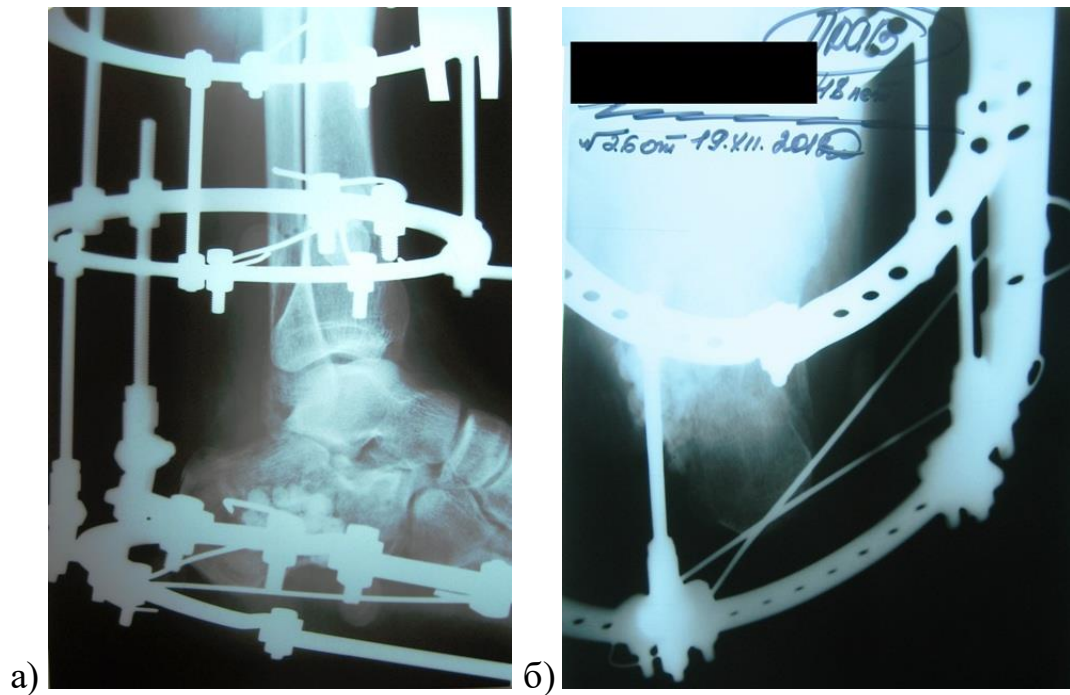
Контрольная рентгенография правой стопы пациента Ж. после ПХВ: а) боковая проекция, б) аксиальная проекция – соотношение суставных поверхностей в подтаранном суставе сохраняется. «Бусы» заполняют костный дефект
